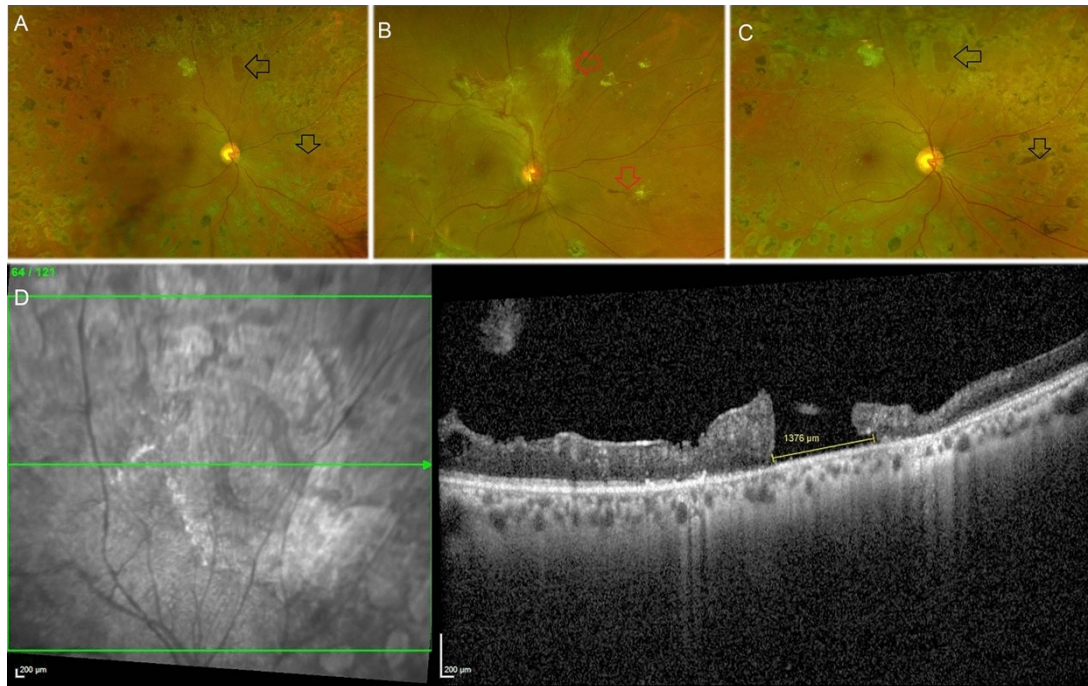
Rotture retiniche post-vitrectomia. B: Retina preoperatoria con proliferazioni fibrose. C: Rotture retiniche cicatrizzate dopo il trattamento laser. D: Tomografia a coerenza ottica (OCT) post-vitrectomia: strati retinici disorganizzati e un foro retinico (Venkatesh et al., 2023)
